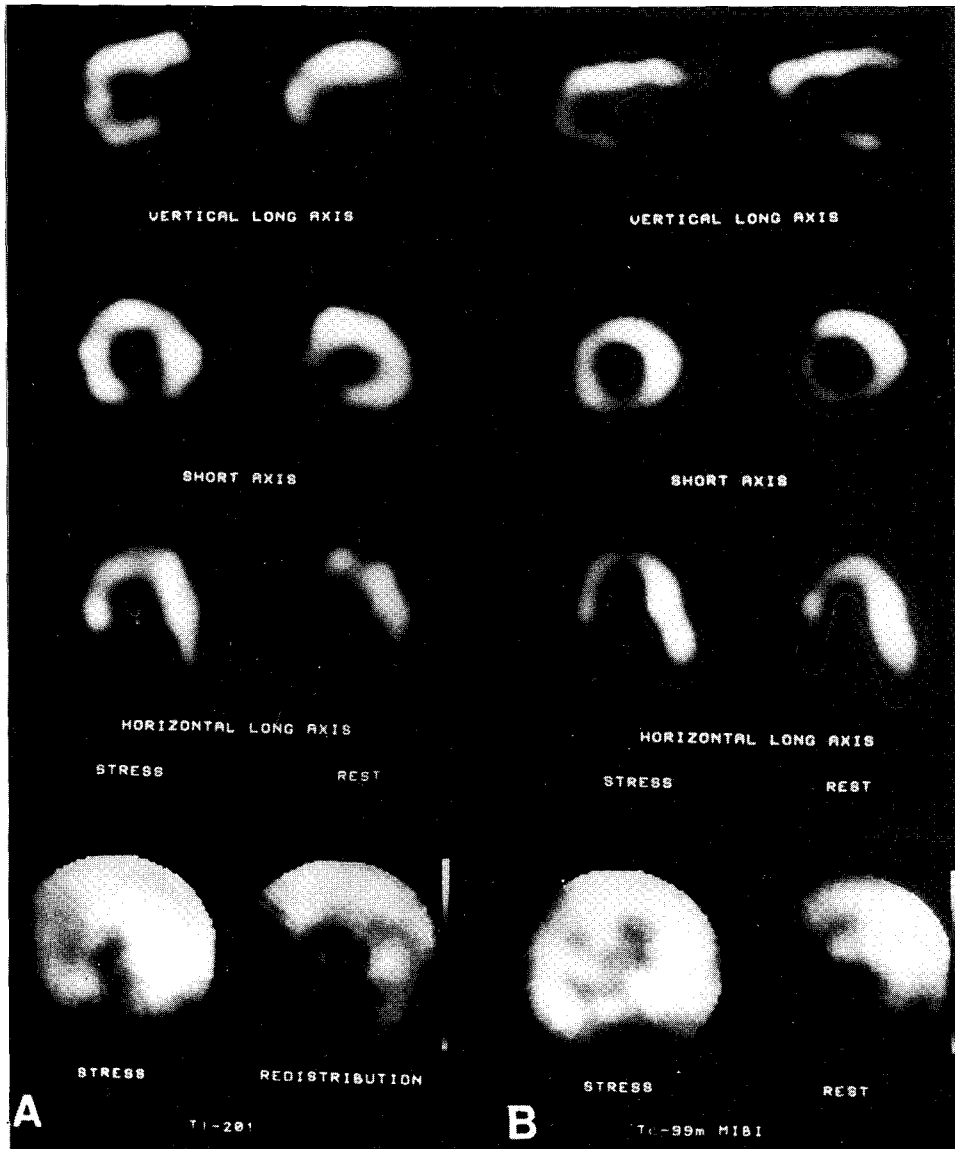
Demonstration of reverse redistribution on dipyridamole stress Tl-201(A) and Tc-99m MIBI(B) myocardial perfusion SPECTs. Vertical long axis, short axis, horizontal long axis, and bull's eye images are shown from above. Tl-201 SPECT(A) shows a reverse redistribution in the inferoseptal wall in a patient who underwent PTCA of LAD two days prior to the examination. Tc-99m MIBI SPECT(B) shows a reverse redistribution in septum and inferior wall in a patient who underwent PTCA of LAD one month prior to the examination.
